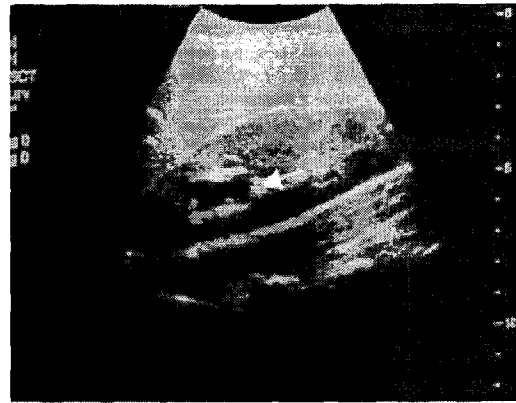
Ultrasonographic Examination of the Right Upper Pole demonstrates Dilatation of the Major Calyx (arrow).
